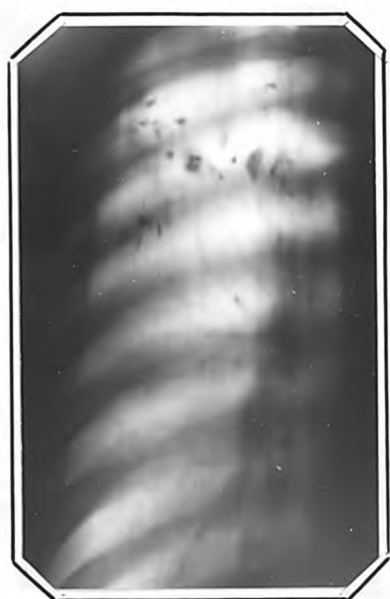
Томограмма г.Н. от 30.1X.1961 г. (срез 6 см).
